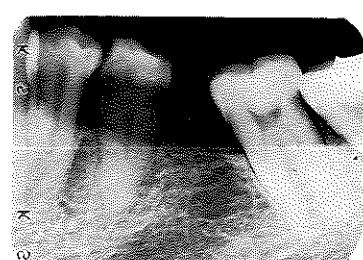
術前のX線写真。[6]欠損、[7]近心傾斜。
